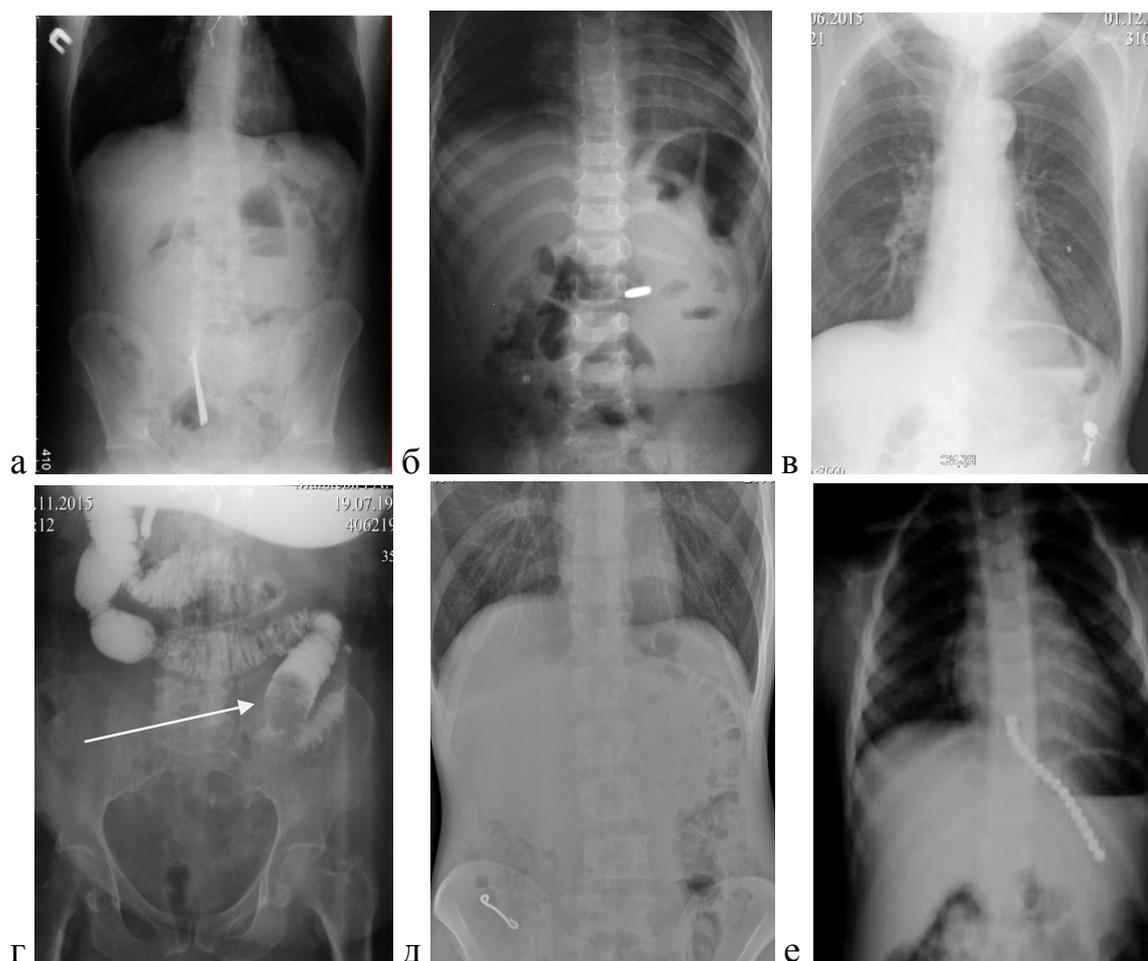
Рентгенограммы ОБП: а – гвозди, б – зубной протез, в – собачка от молнии, г – желчный камень, д – часть пули, е – магниты
